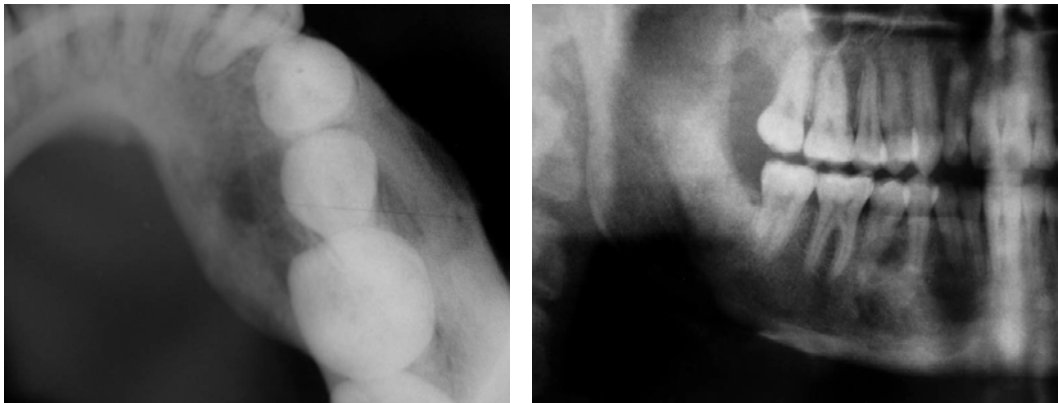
Radiografía oclusal, obsérvese el cambio óseo de la zona involucrada, aun se puede apreciar la expansión de corticales. Fig.23.-acercamiento de radiografía panorámica donde se puede ver el cambio de la radiolucidez por una imagen mixta. Estas fueron tomadas en enero del 2006.
